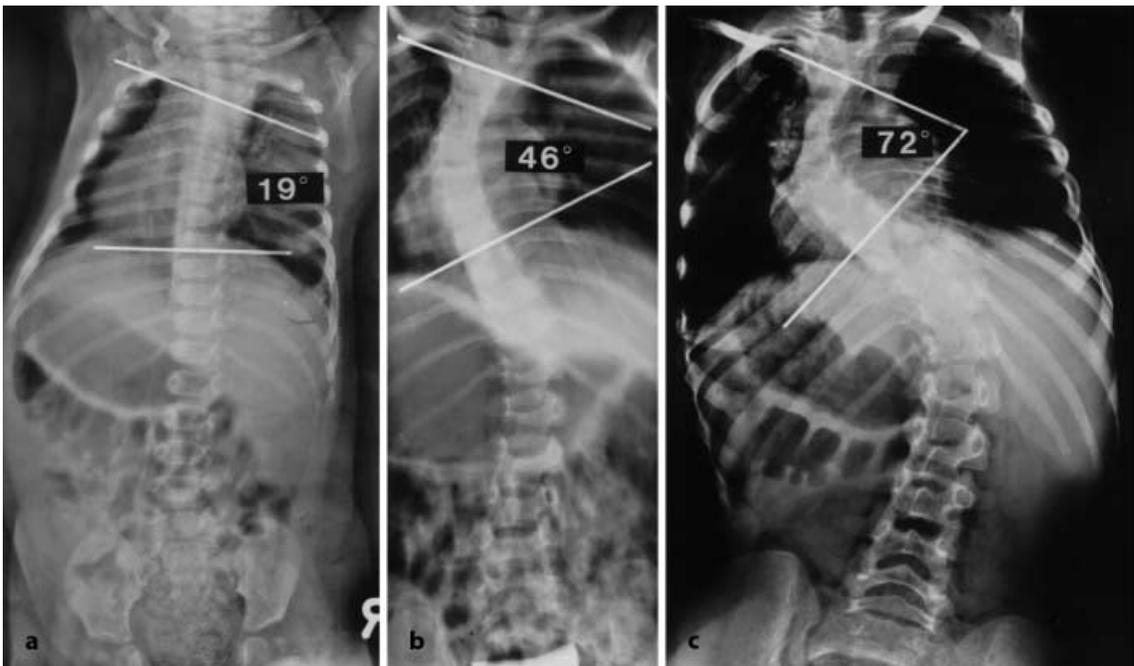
▲ Röntgenbilder eines thorakalen „unilateral unsegmented bar“ mit starker Progression: Links im Alter von 10 Monaten, in der Mitte mit 3 Jahren, rechts mit 5 Jahren
